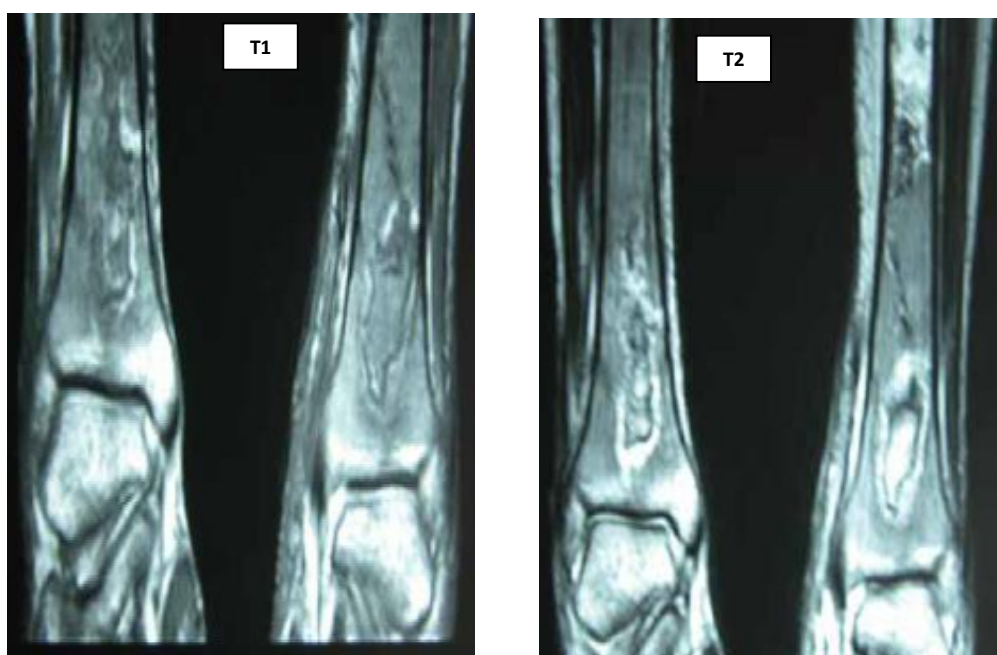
IRM : Coupe coronale en séquences T1 et T2 des deux jambes montrant une anomalie de signal métaphysoépiphyssaire des tibias en hyposignal T1
